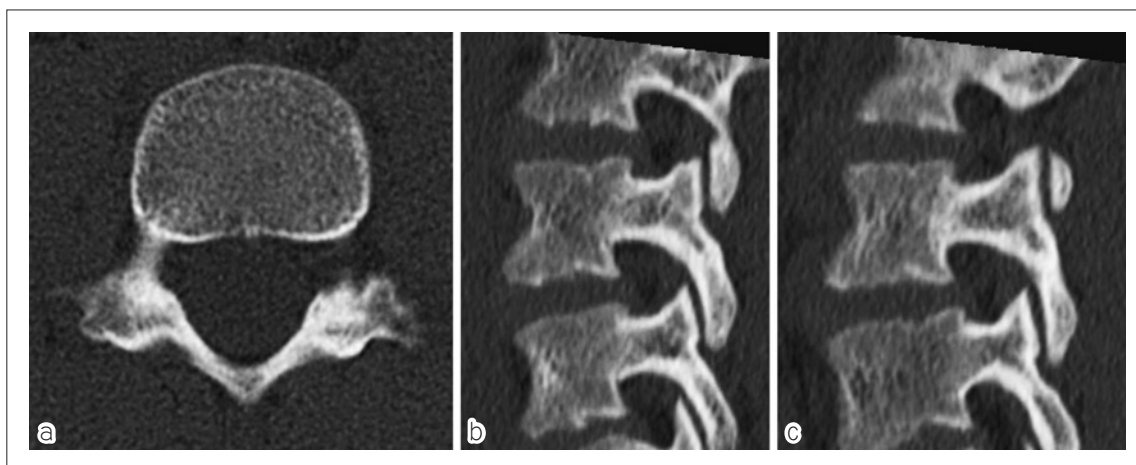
a-c: 骨髄浮腫消失と判定してから1194日後のCTで両側とも骨癒合が得られている。aが水平断, bが右傍正中矢状断, cが左傍正中矢状断。
